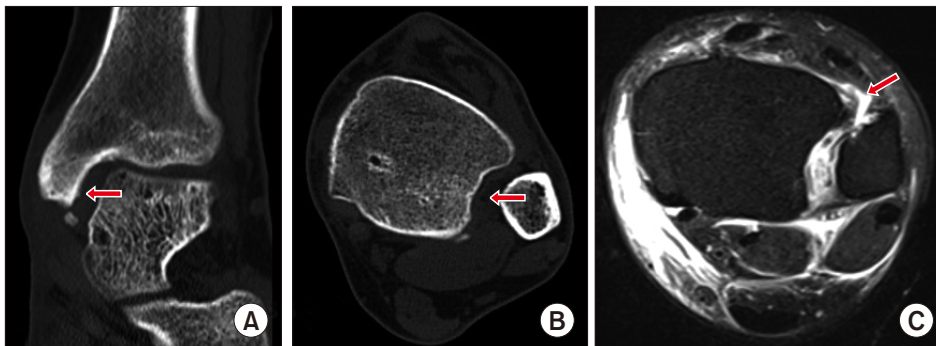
(A) Coronal section of the ankle joint computed tomography (CT) showed medial clear space widening with avulsion fragment of medial malleolus (arrow). (B) Axial section of the ankle joint CT showed widening of syndesmosis (arrow). (C) Axial T2-weighted magnetic resonance image of the ankle joint magnetic resonance imaging showed ruptured anterior-inferior tibiofibular ligament (arrow).
